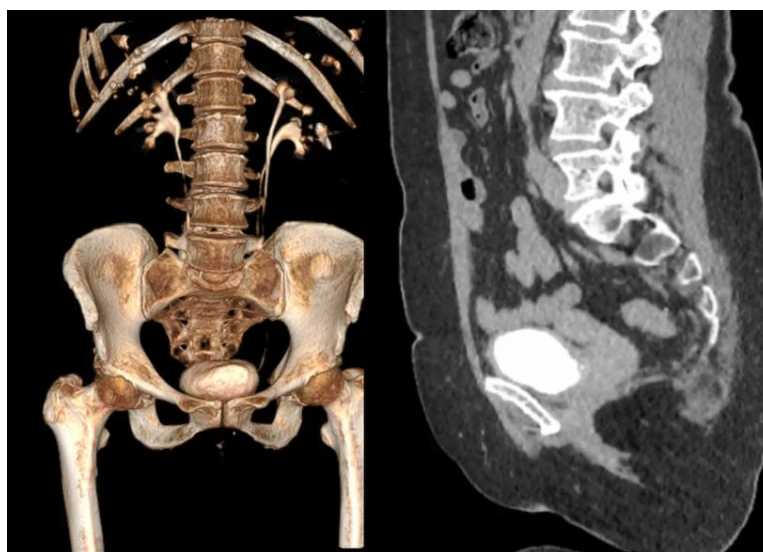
МСКТ брюшной полости и малого таза с в/в контрастированием через 6 месяцев после оперативного лечения
